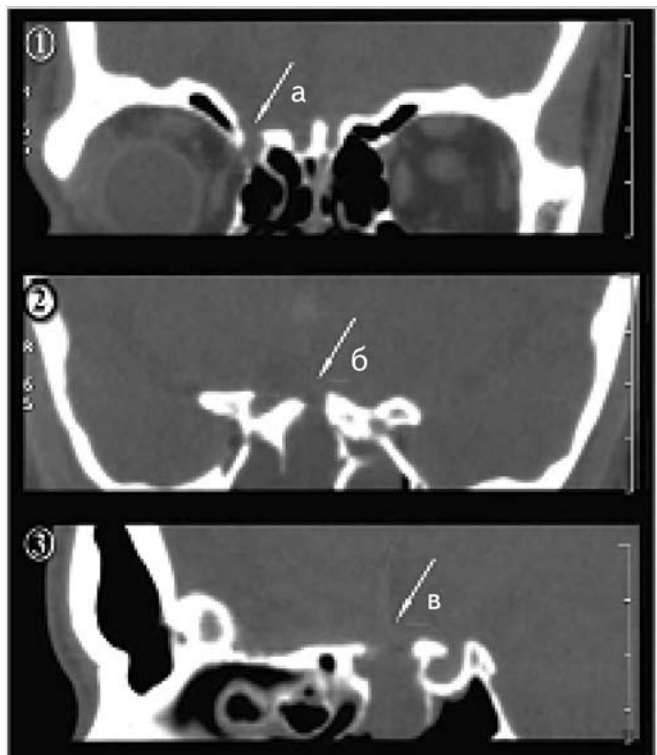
КТ-реконструкция черепа (костный режим) при посттравматической базальной ликворее выявляет дефекты: а — решетчатой кости; б и в — площадки клиновидной кости (стрелки).
